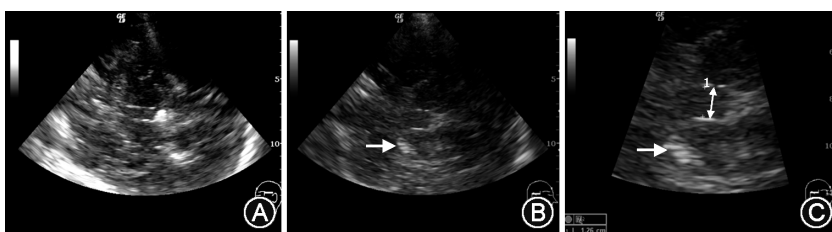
经颅脑实质超声探测的丘脑层面图。A. 第三脑室丘脑平面; B. 一例患者左侧豆状核可见异常高回声信号(箭头所指); C. 将 B 图放大。患者同时有第三脑室扩大, 测量宽度为 12.6 mm(双箭头)
